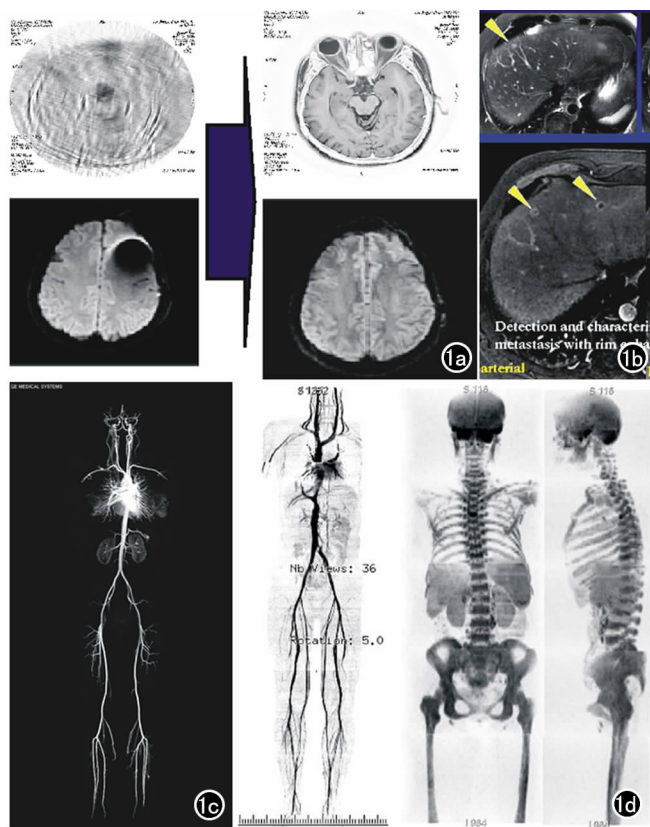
a) ECO 梯度 MR 克服金属和运动伪影; b) LAVA 发现亚毫米病变; c) 无需对比剂全身血管成像; d) MR PET 全身成像。
